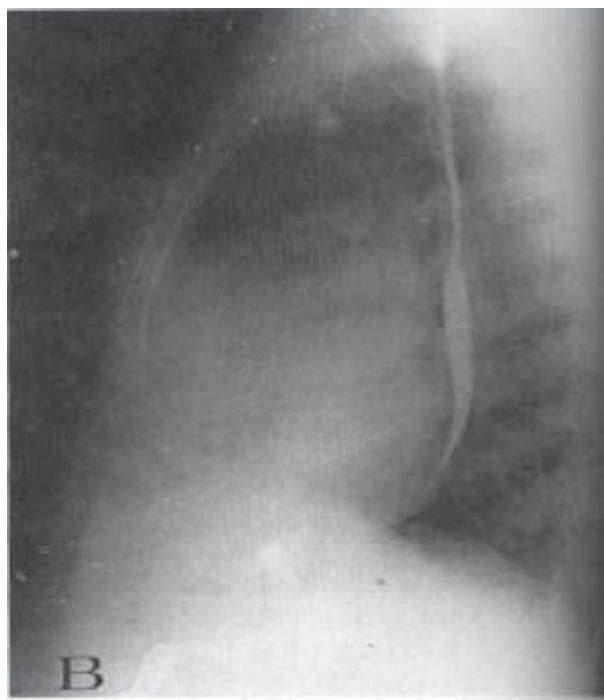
Paciente con estenosis mitral pura reumática. Telerradiografía de tórax. A. Posteroanterior. Además del crecimiento de la aurícula izquierda, la prominencia del arco de la arteria pulmonar y los signos de hipertensión venocapilar pulmonar, se observa aumento del arco inferior izquierdo, debido al crecimiento ventricular izquierdo. B. Lateral izquierda. Además del crecimiento ventricular derecho y auricular izquierdo, la prominencia de la porción inferior del contorno posterior de la silueta cardíaca, muestra también crecimiento ventricular izquierdo. Esta alteración ventricular izquierda no es explicable por la estenosis mitral. El cateterismo cardíaco izquierdo y la cinecoronariografía descartaron la existencia de regurgitación mitral, valvulopatía aórtica y de enfermedad coronaria. No se encontró evidencia de hipertensión arterial, ni de enfermedad de Chagas. La cineventriculografía izquierda demostró un grado importante de daño miocárdico ventricular izquierdo (ver Figura 5), sólo explicable por miocarditis reumática crónica.
